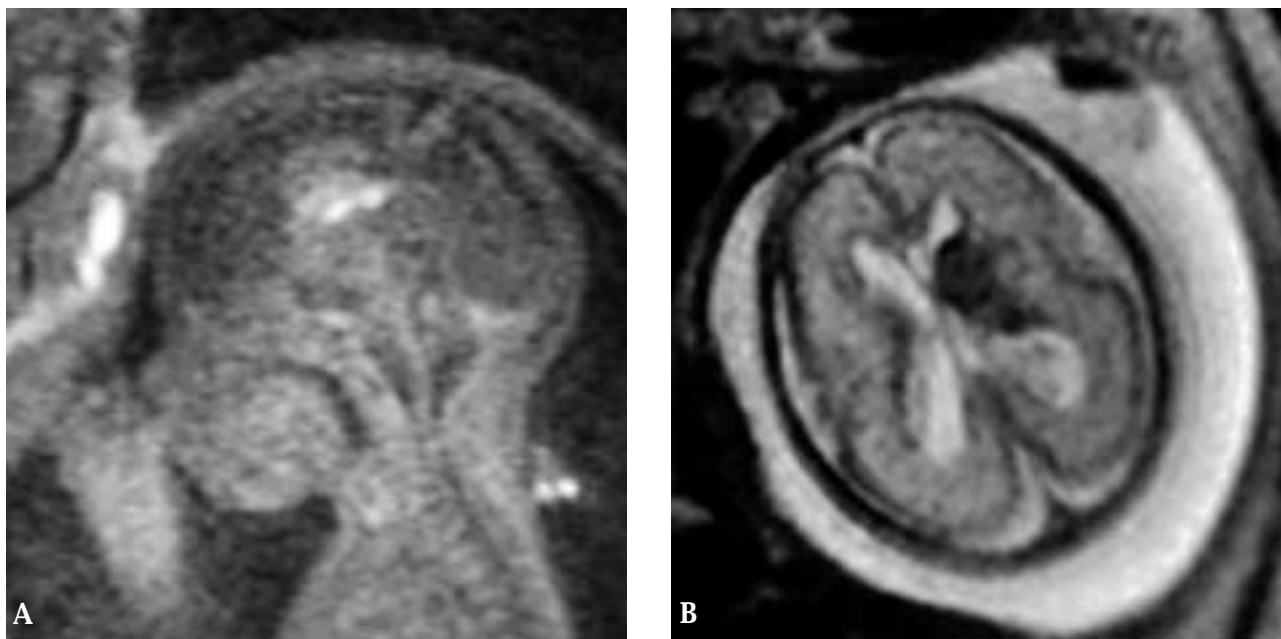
Agenesia del cuerpo calloso. RM sagital (A) y coronal (B) HASTE T2 donde no se visualiza el cuerpo calloso en línea media. Lipoma del cuerpo calloso. RM sagital FLASH T1 (C) y HASTE T2 (D) que muestra disgenesia del cuerpo calloso asociado a una lesión hiperintensa en T1 e hipointensa en T2 (flecha) en relación con el lipoma.
